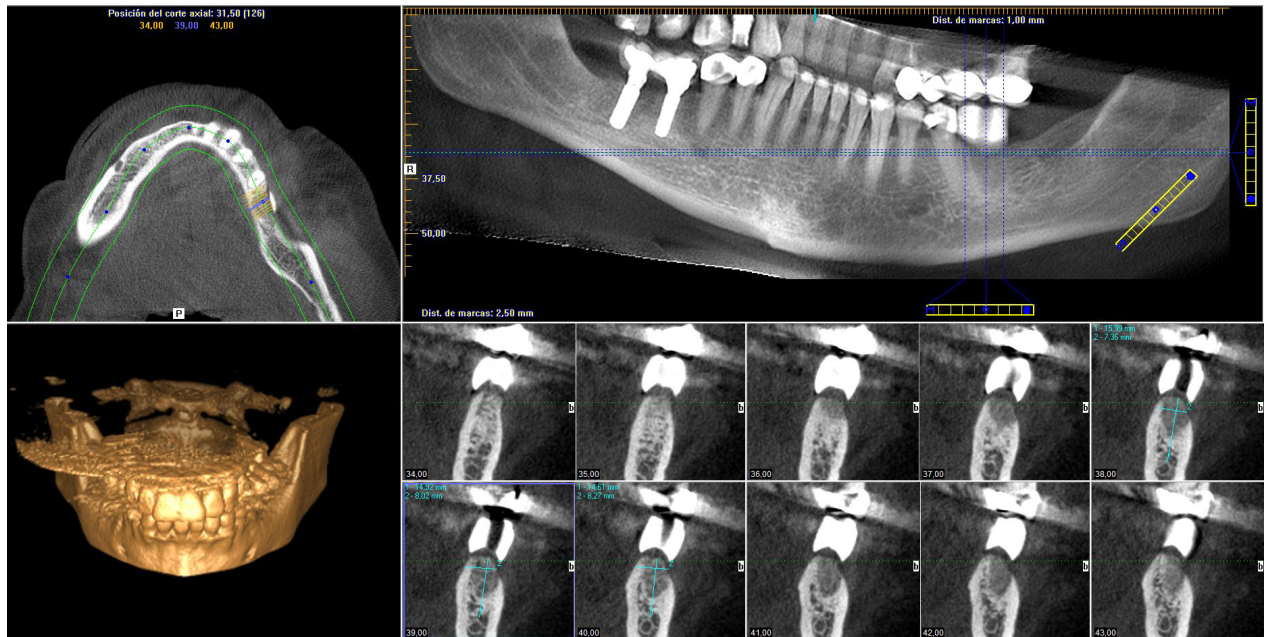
Cortes TAC en posición 36
